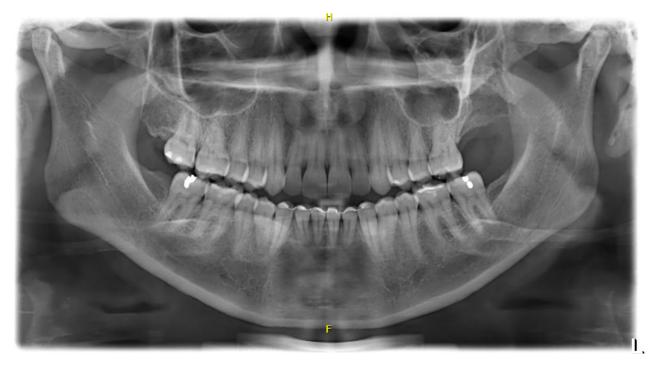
Radiografia panorâmica de mandíbula, após 2 anos de acompanhamento do caso
